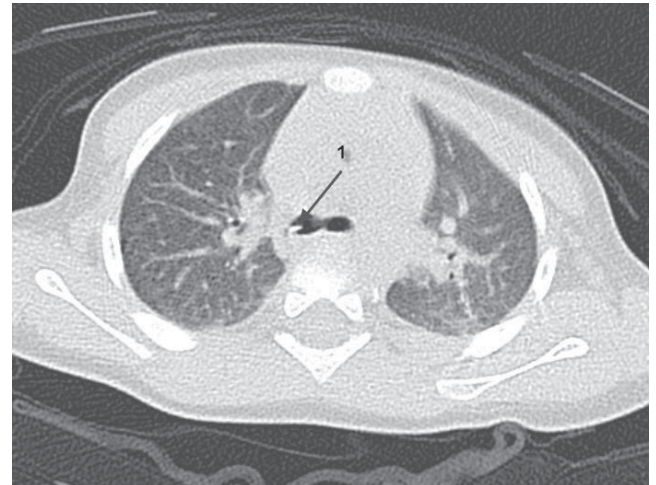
КТ-грамма: 1 – инородное тело в правом главном бронхе
